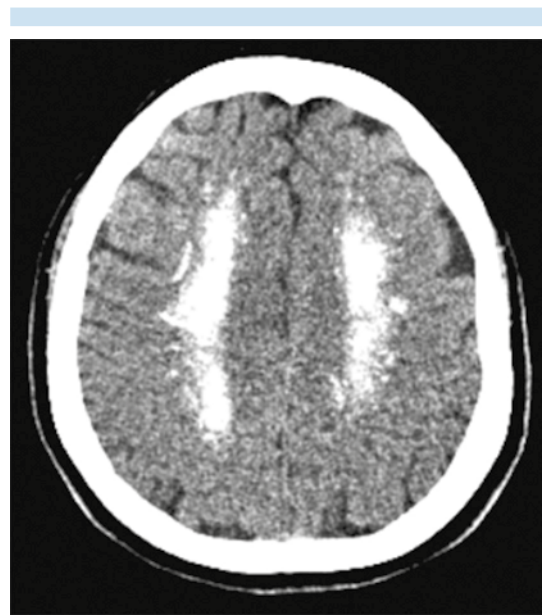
Tomografía cerebral simple, corte axial: hiperdensidad de los centros semiovais en forma bilateral.
